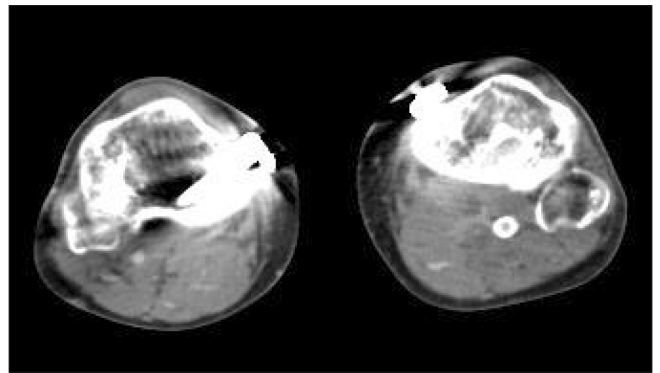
Lower extremity angio-computed tomography (CT). One month after stent implantation. Follow-up CT image demonstrates improvement of pseudoaneurysm.
